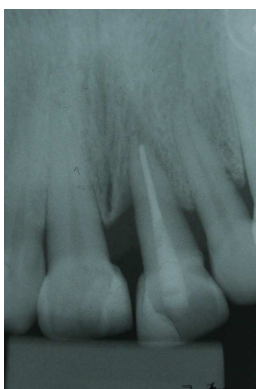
Radiografia 11 meses após
